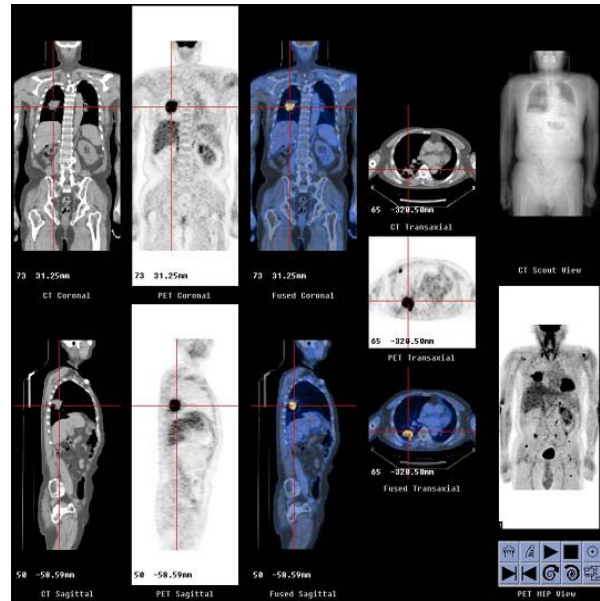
폐암 환자의 CT보정 PET
